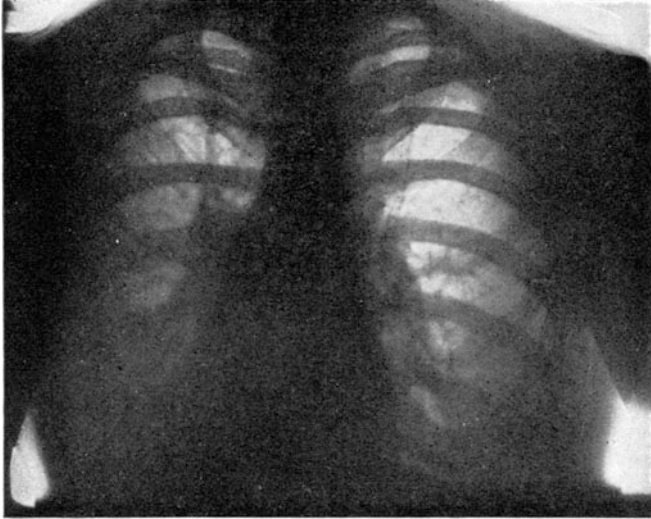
Röntgenbild bei linksseitigem Pleuraexsudat.
